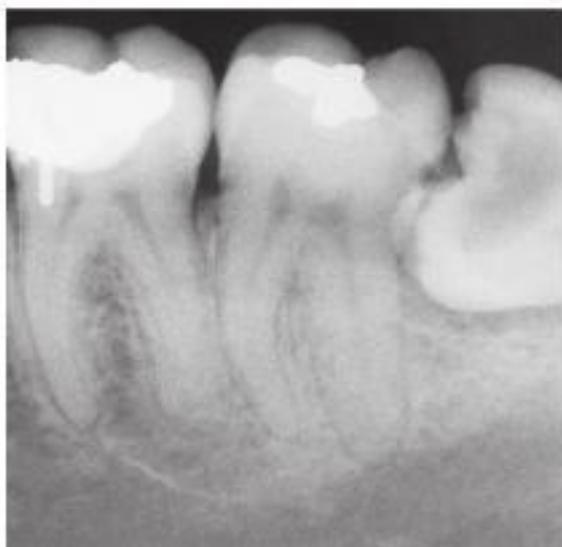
Radiografía de caries en un molar inferior retenido.
